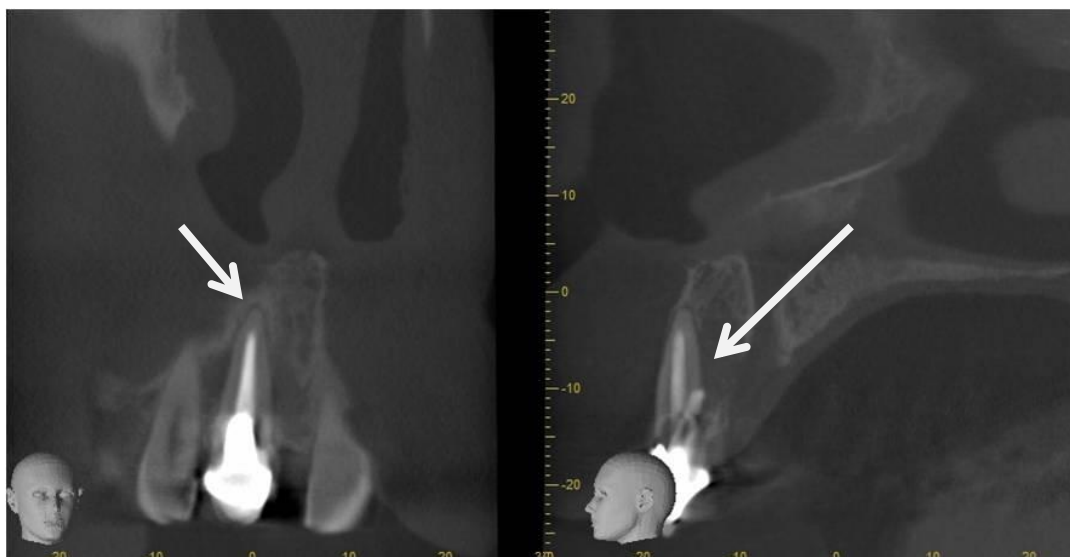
Operative procedural errors in endodontically treated teeth. A: Sagittal and coronal slices of maxillary central incisor with underfilling showing periapical radiolucency, B: Sagittal and coronal slices of maxillary lateral incisor with overfilling associated with extensive periapical radiolucency, C: Sagittal and coronal slices of mandibular molar with root perforation.
